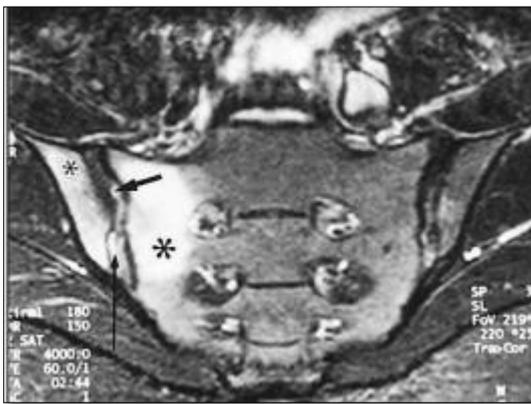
Ressonância magnética com diagnóstico precoce de sacroileíte.
